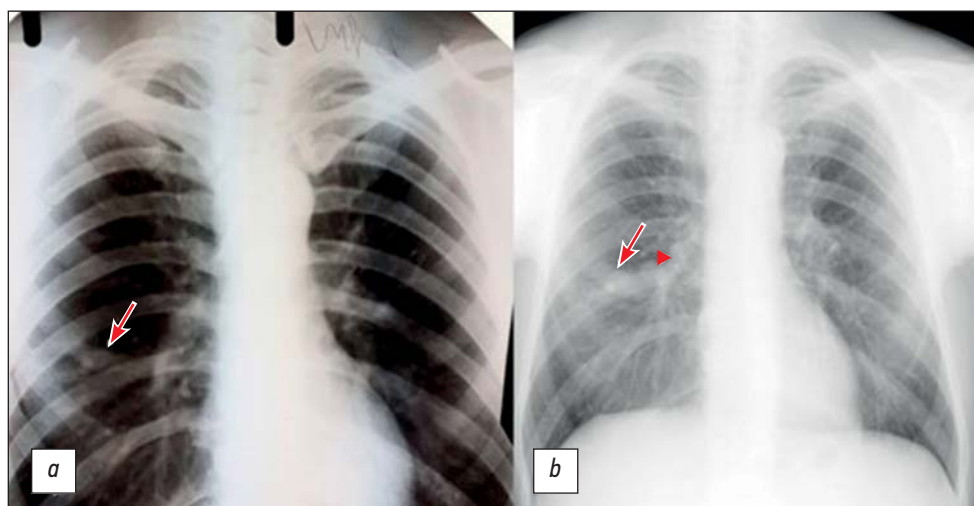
Пациент, 56 лет, рентгенограмма органов грудной полости: *а* — при первичном исследовании в возрасте 41 года в среднем отделе правого лёгкого определяется участок уплотнения разветвлённой трубчатой структуры (стрелка); *б* — через 15 лет отмечено увеличение размеров бронхоцеле (стрелка) и появление округлого образования в медиальных отделах бронхоцеле (головка стрелки).
